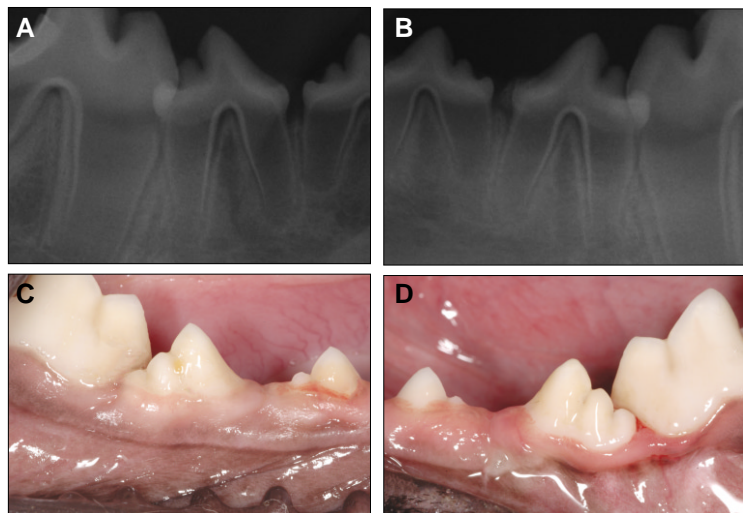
Periapical radiographs taken 8 weeks after treatment. A. Control side. B. Experimental side.
